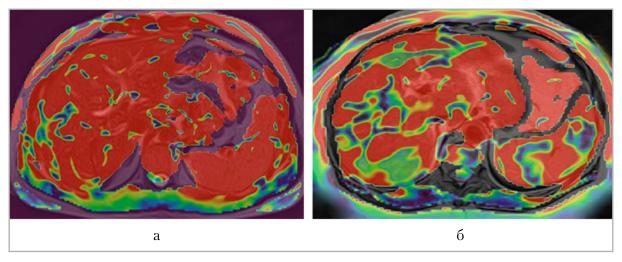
Цветная перфузионная ASL-карта печени в режиме fusion пациента с вирусным гепатитом С. Перфузионное изображение печени при первичном исследовании демонстрирует красный тип картирования (а). Перфузионное изображение печени через 3 мес на фоне лечения демонстрирует мозаичный тип картирования (б), что в сочетании с улучшением показателей биохимического анализа крови оценивается как положительная динамика
